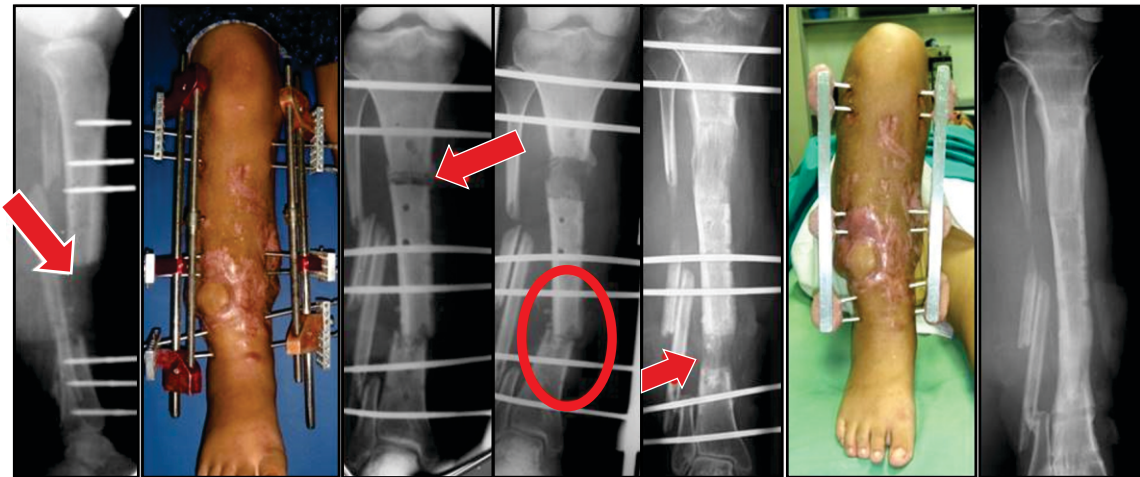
Mujer, 20 años. Defecto óseo post fractura abierta, diáfisis tibial, atendida en otro hospital con fijador externo hemi transfijante. Se hizo acortamiento contactando ambos extremos, más osteotomía alta, corrección de deformidad distal (desviación en valgo), y alargamiento en ambos focos con el TC. Finalmente se reemplazó el TC por el marco descartable. Fijación transfijante.
